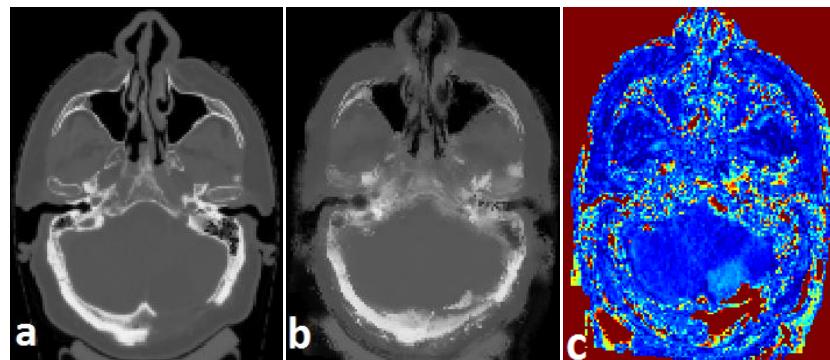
Set of images showing a patient with atypical anatomy. a) True CT; b) pCT from the MRint method; and c) gammaCT between b) and a)
